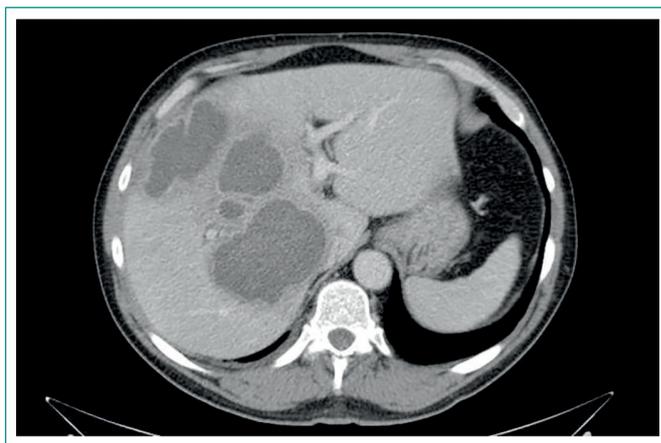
TC de abdomen con contraste
